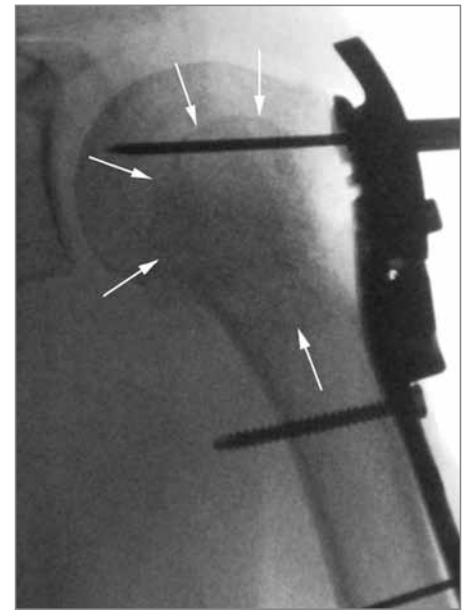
Intraoperative Röntgenkontrolle mit dem Knochenblock in situ (Pfeile)
